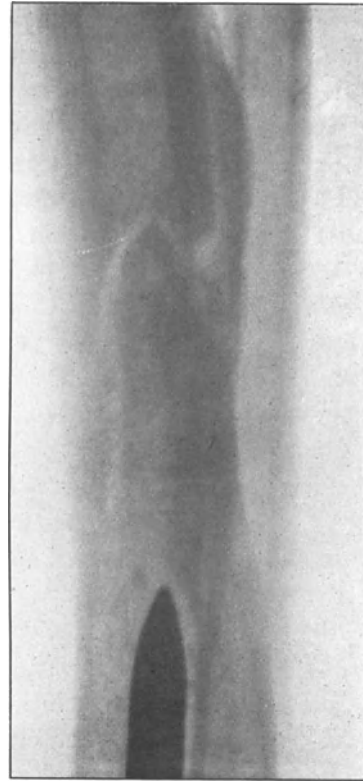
Senkrecht zu dem vorigen Bilde aufgenommenes Röntgenogramm. Es zeigt, daß sich das Geschöß tatsächlich im inneren der Markhöhle befindet.
